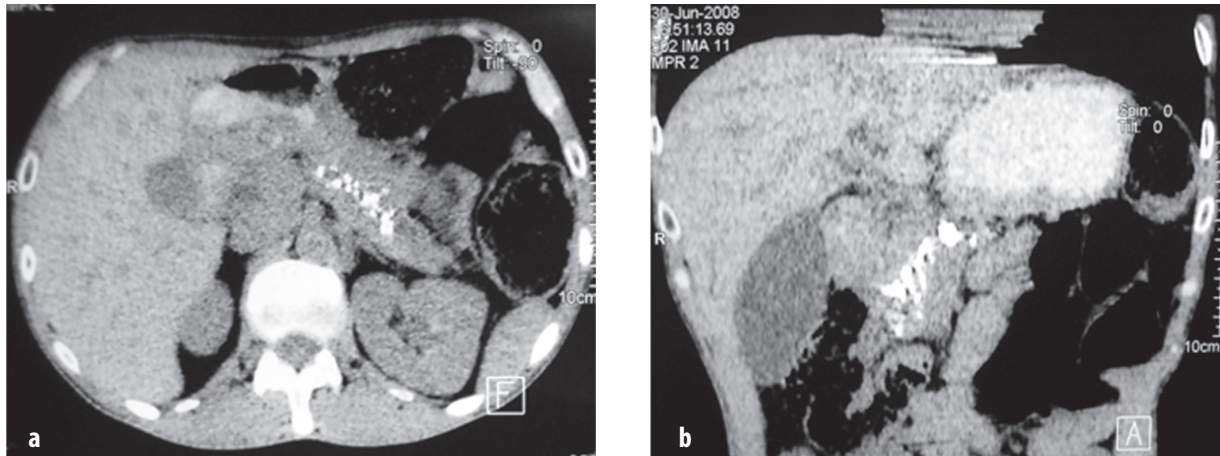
a) Duct Wirsung dilatat cu calculi în lumen, secțiune orizontală TC (material propriu); b) Duct Wirsung dilatat cu calculi în lumen, reconstrucție frontală TC (material propriu).
